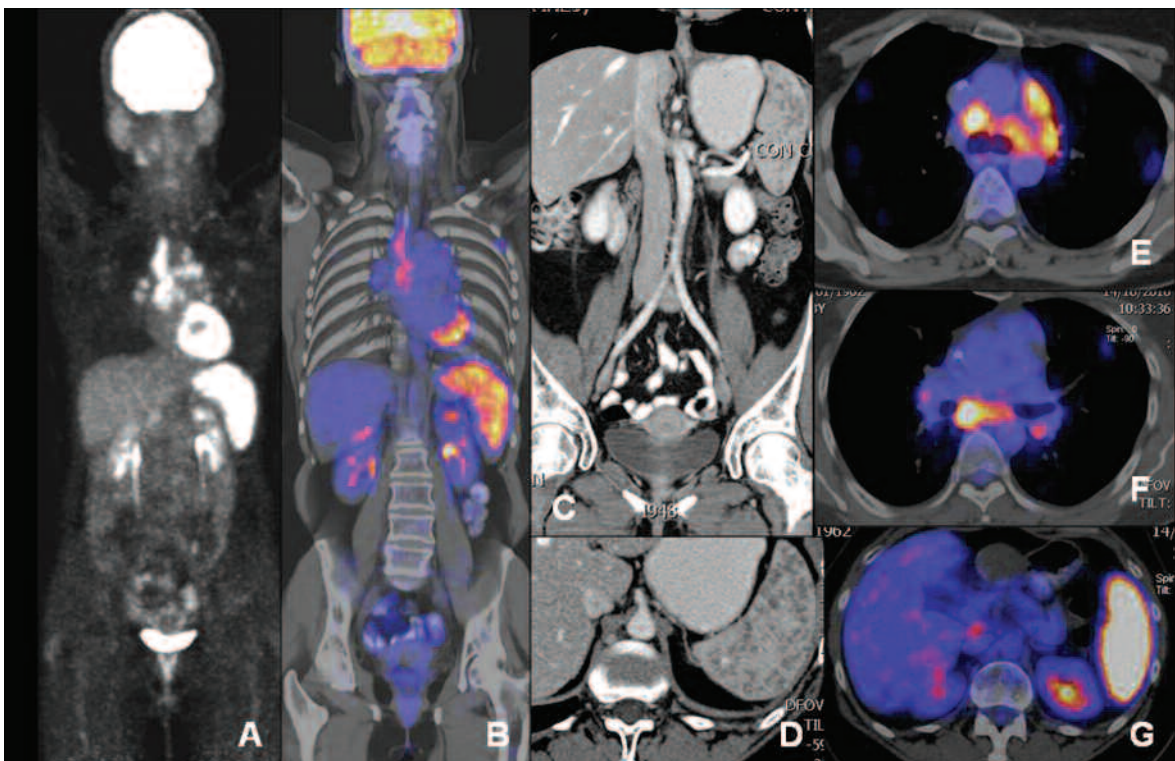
Adenomegalias mediastínicas: sarcoidosis. (a) y (b) Mapa 3D PET y PET/TC color en cortes coronales que demuestran compromiso ganglionar mediastínico, múltiple y esplénico, hipermetabólico. (c) y (d) TC multislice contrastada coronal y axial: se observa compromiso micronodulillar esplénico. (e), (f) y (g) Fusión PET-TC, plano axial del mediastino y abdomen superior, donde son evidentes las localizaciones ganglionares ávidas en diferentes grupos del mediastino y el compromiso hipermetabólico difuso del bazo.
